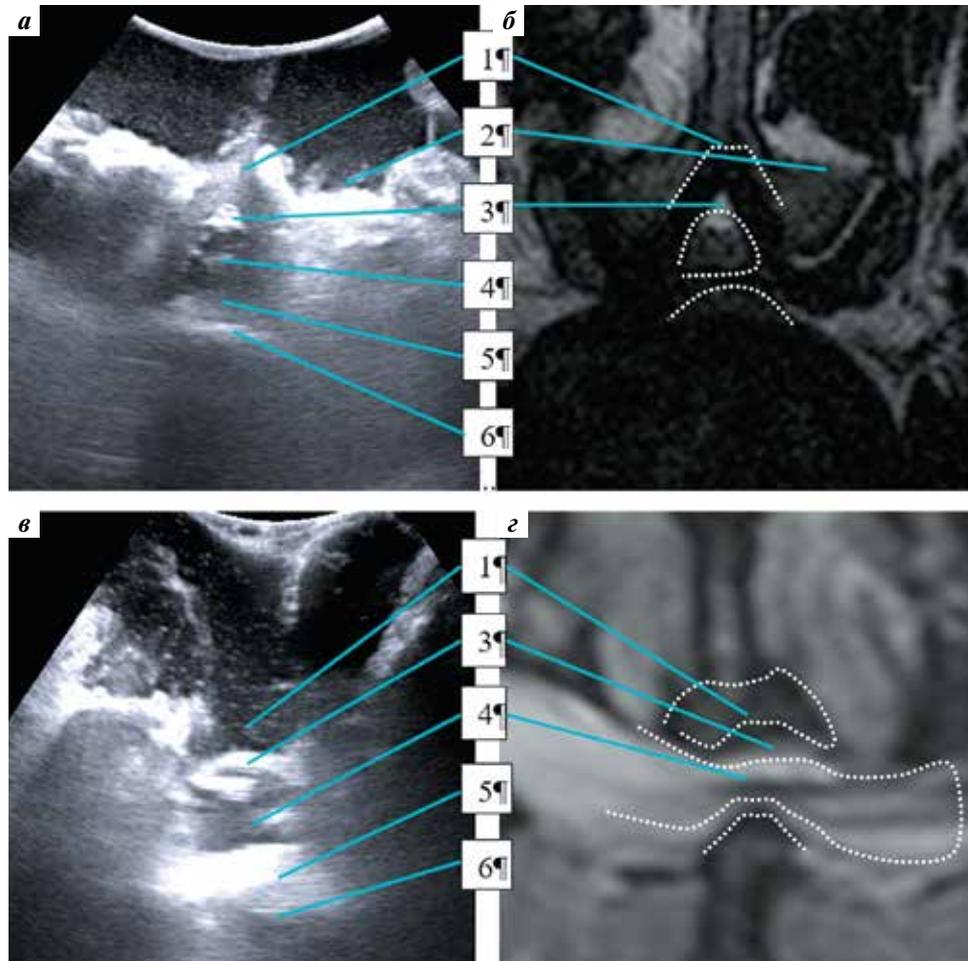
Сравнение аксиального (а) и сагиттального (в) изображений, полученных при интраоперационном ультразвуковом исследовании на уровне L_4-L_5 , с аналогичными аксиальным (б) и сагиттальным (г) срезами магнитно-резонансной томографии пациентки Ч., 43 лет, со стенозом позвоночного канала на уровнях L_3-L_5 . 1 – желтая связка; 2 – задняя поверхность правого сустава L_4-L_5 ; 3 – эпидуральный жир; 4 – ликвор и спинномозговые корешки в дуральном мешке; 5 – грыжа диска; 6 – задняя поверхность тела позвонка. Пунктиром выделены контуры желтой связки, дурального мешка и грыжи диска
